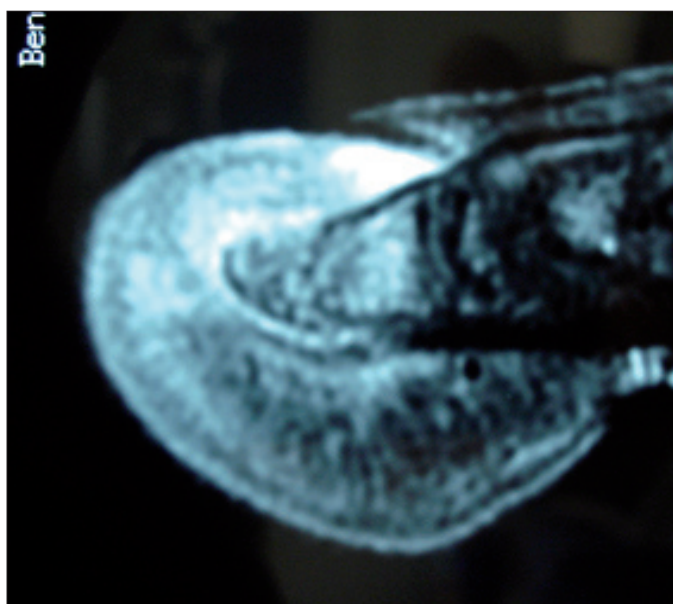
Imagem T2 da ressonância magnética mostrando alteração inflamatória na falange distal e tecido subcutâneo ao redor.
